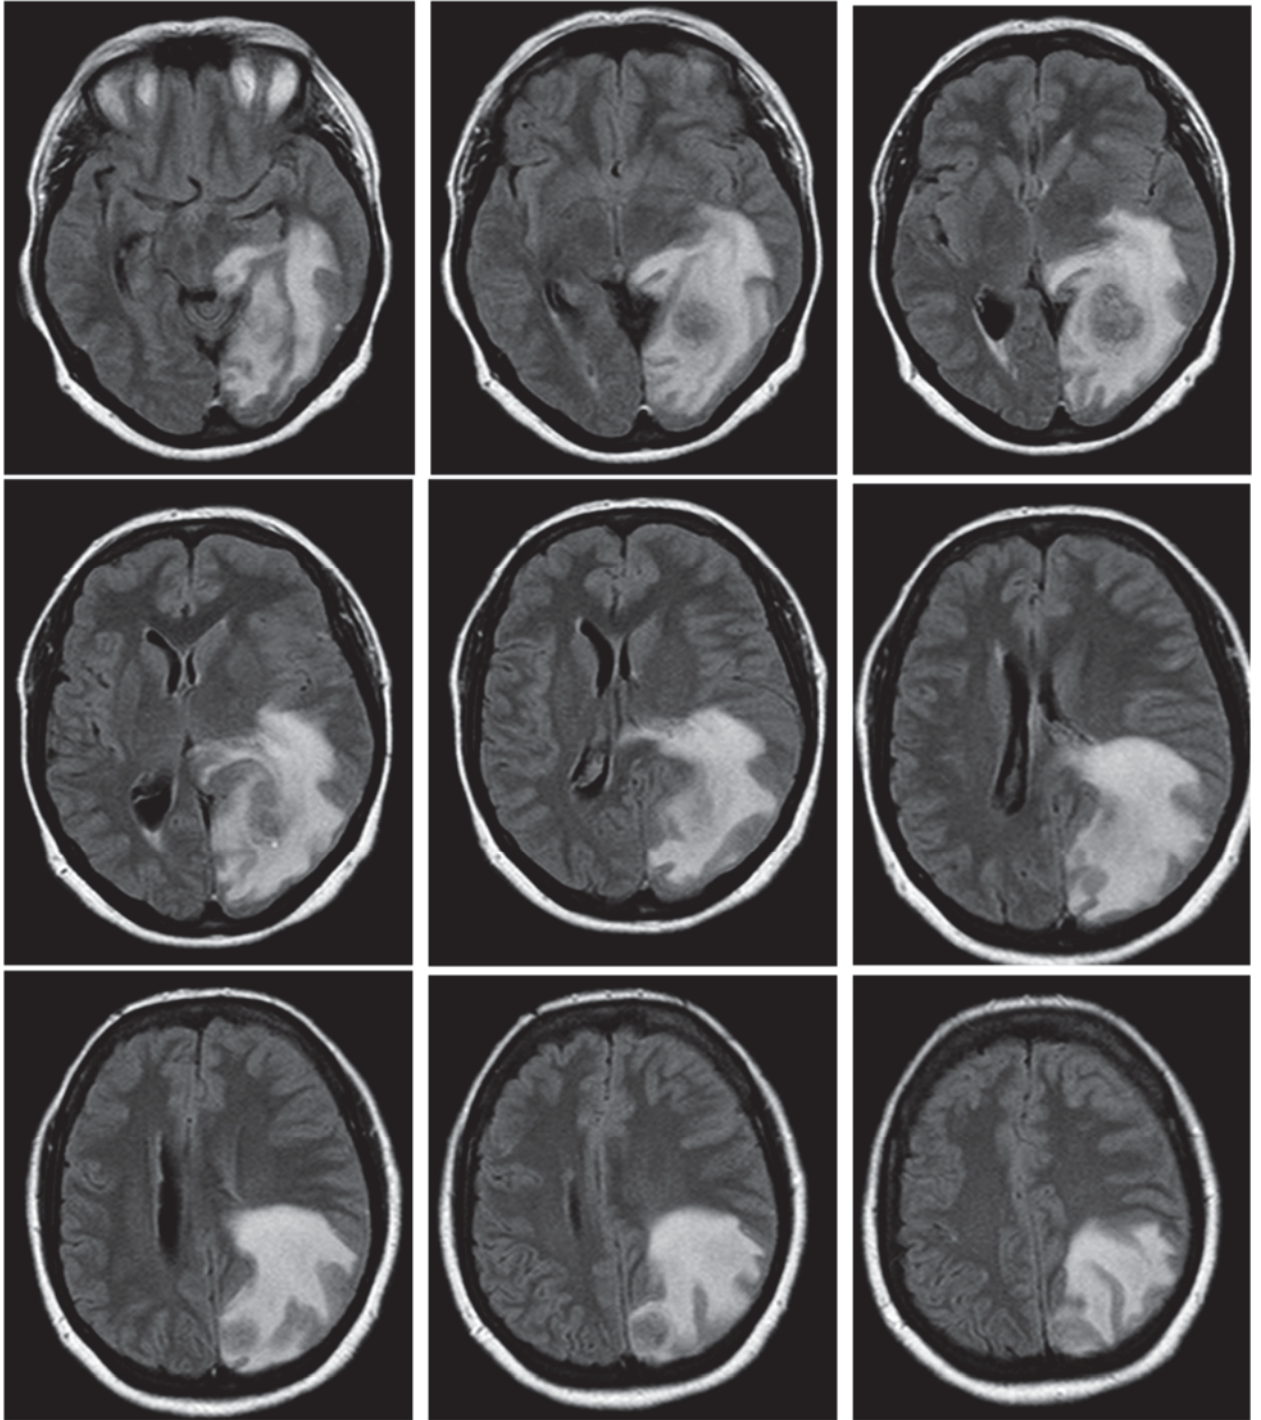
МРТ в режиме T2-FLAIR пациентки с распространенной опухолью левого полушария
